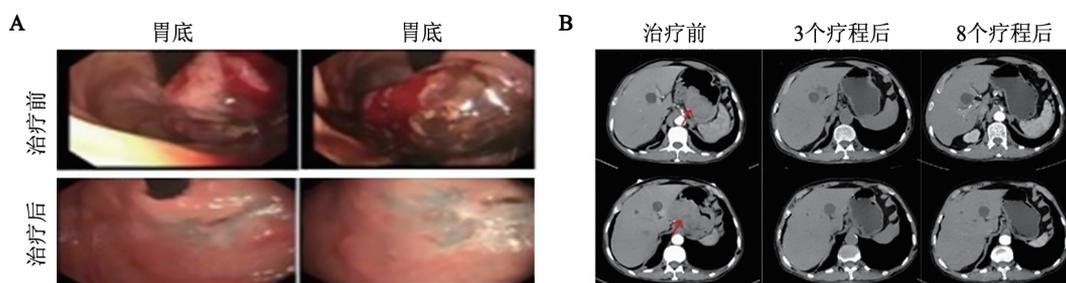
治疗前后电子胃镜(A)和腹部CT扫描(B)检测结果
